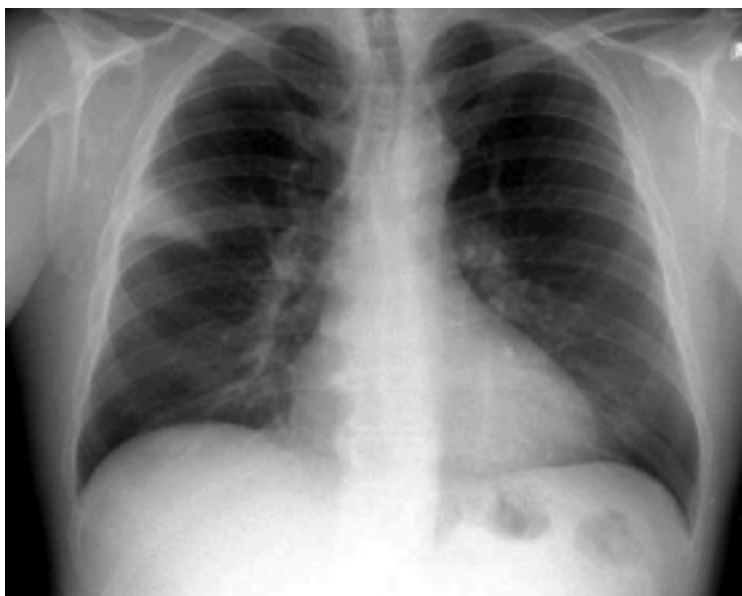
Radiografía de tórax de un paciente de 24 años de edad, que evidencia una condensación segmentaria en lóbulo superior derecho. La sospecha inicial fue de neumonía adquirida en la comunidad, pero la baciloscopia y el cultivo confirmaron el diagnóstico de tuberculosis.
